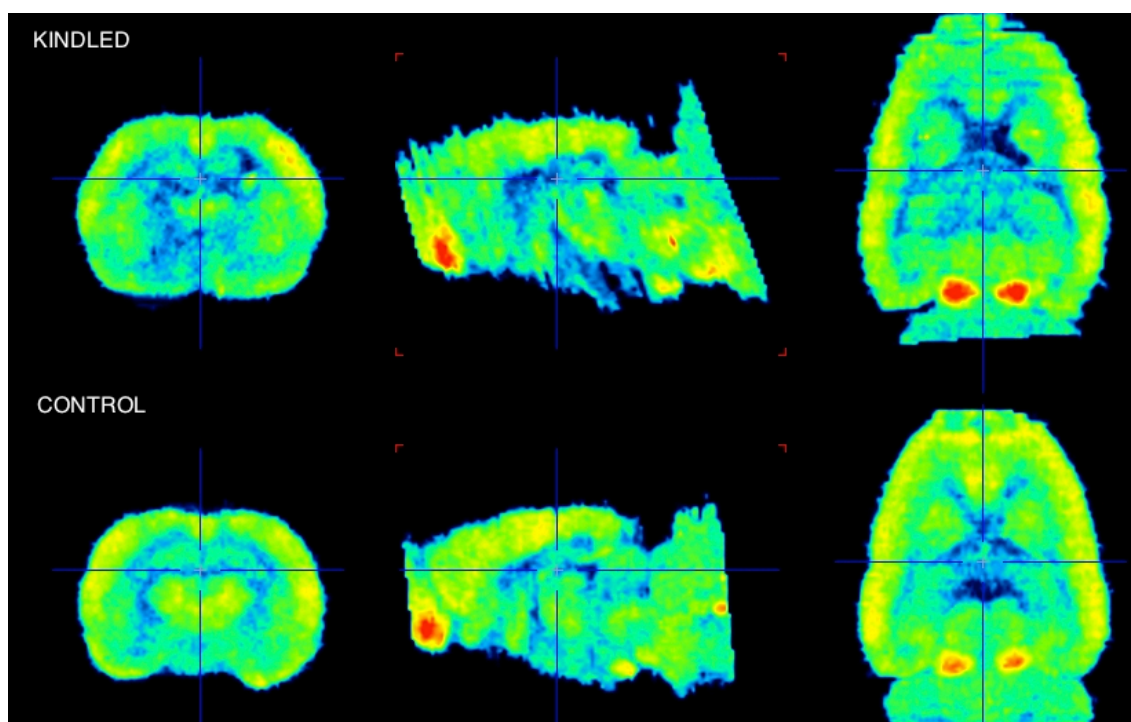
Comparativa de la captación de 18F-FDG *exvivo* (autorradiografía) entre ambos grupos (control y kindling químico) por estructuras normalizadas a cerebelo. No se observan diferencias significativas entre ambos grupos.
